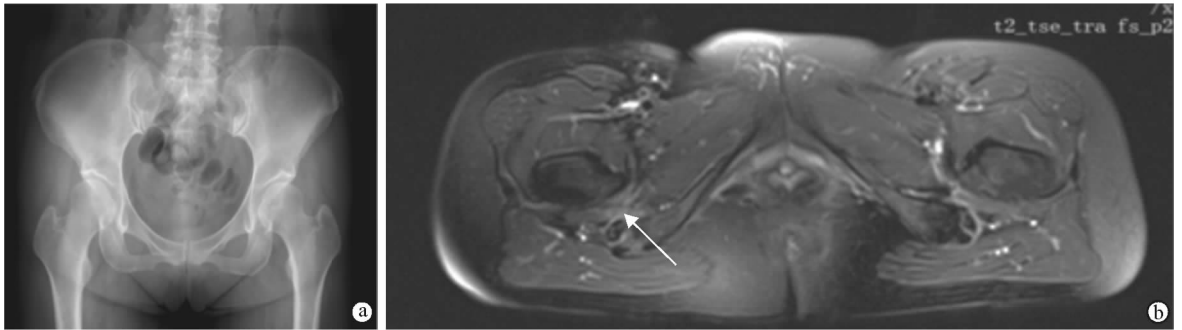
50 岁女性患者, 骨盆前后位 X 线片可见髋关节临界性发育不良(a), MRI 图像显示股方肌水肿(b, 箭头所示)(图片来自上海交通大学附属第六人民医院骨科病例资料)
